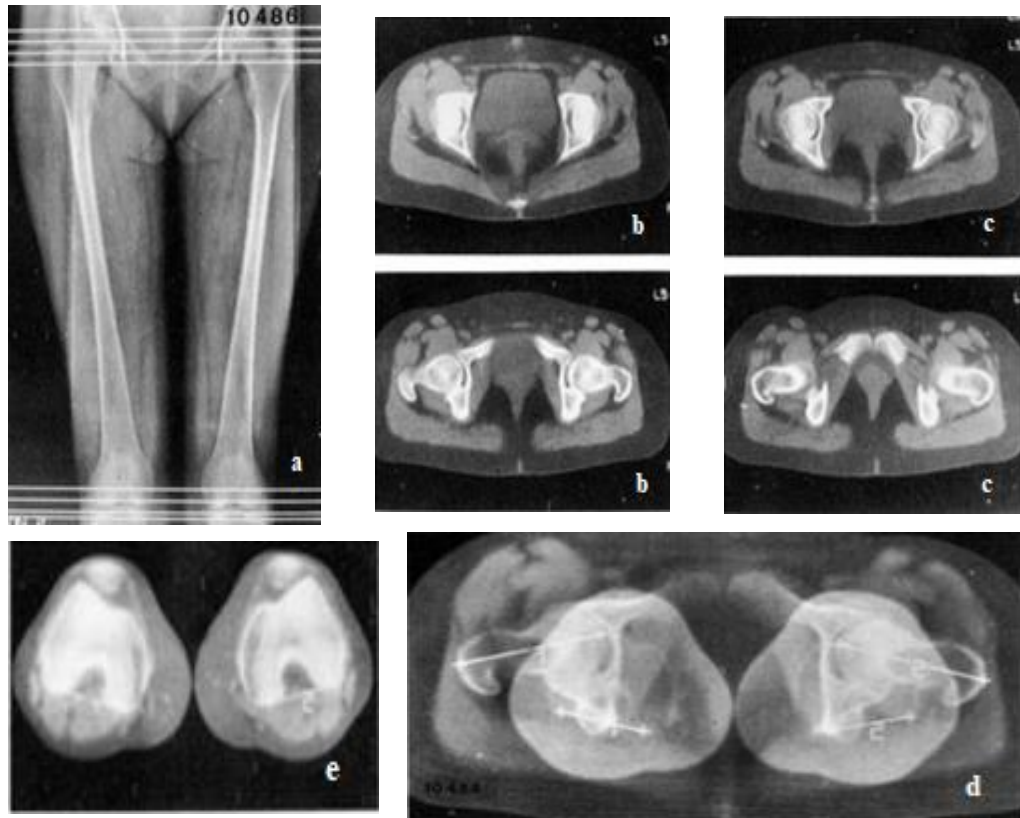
Mesure de l'antéversion des fémurs par TDM (41)
